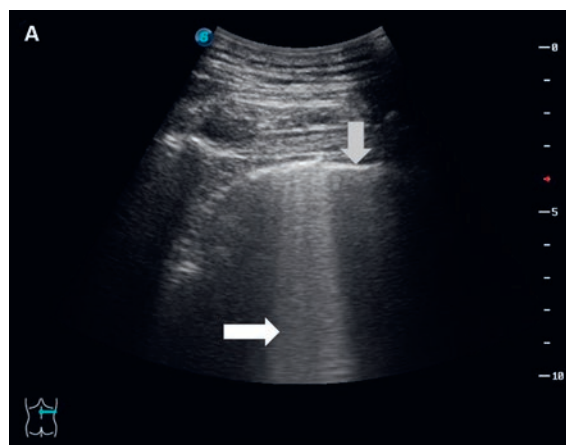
Bildgebung: A) Thoraxsonographie: Von der Pleura (grauer Pfeil) ausgehende, konfluierende B-Lines (weisser Pfeil) dorsal rechts, vereinbar mit COVID-19. B) Computertomogramm (Axialschnitt, Lungenfenster): Pulmonale COVID-19-typische dorsal periphere Milchglas-Opazität (schwarzer Pfeil) als Korrelat zum sonographischen Befund.
